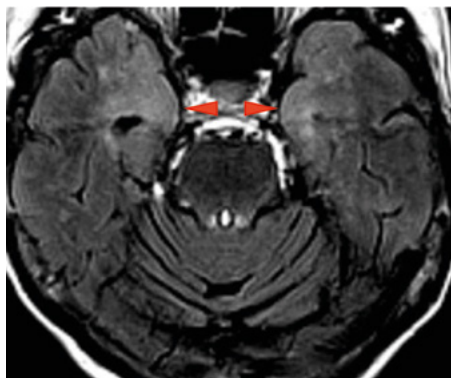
Charakteristický MR obraz limbické encefalitidy (zvýšení signálu na FLAIR sekvencích mediálně temporálně bilaterálně)
